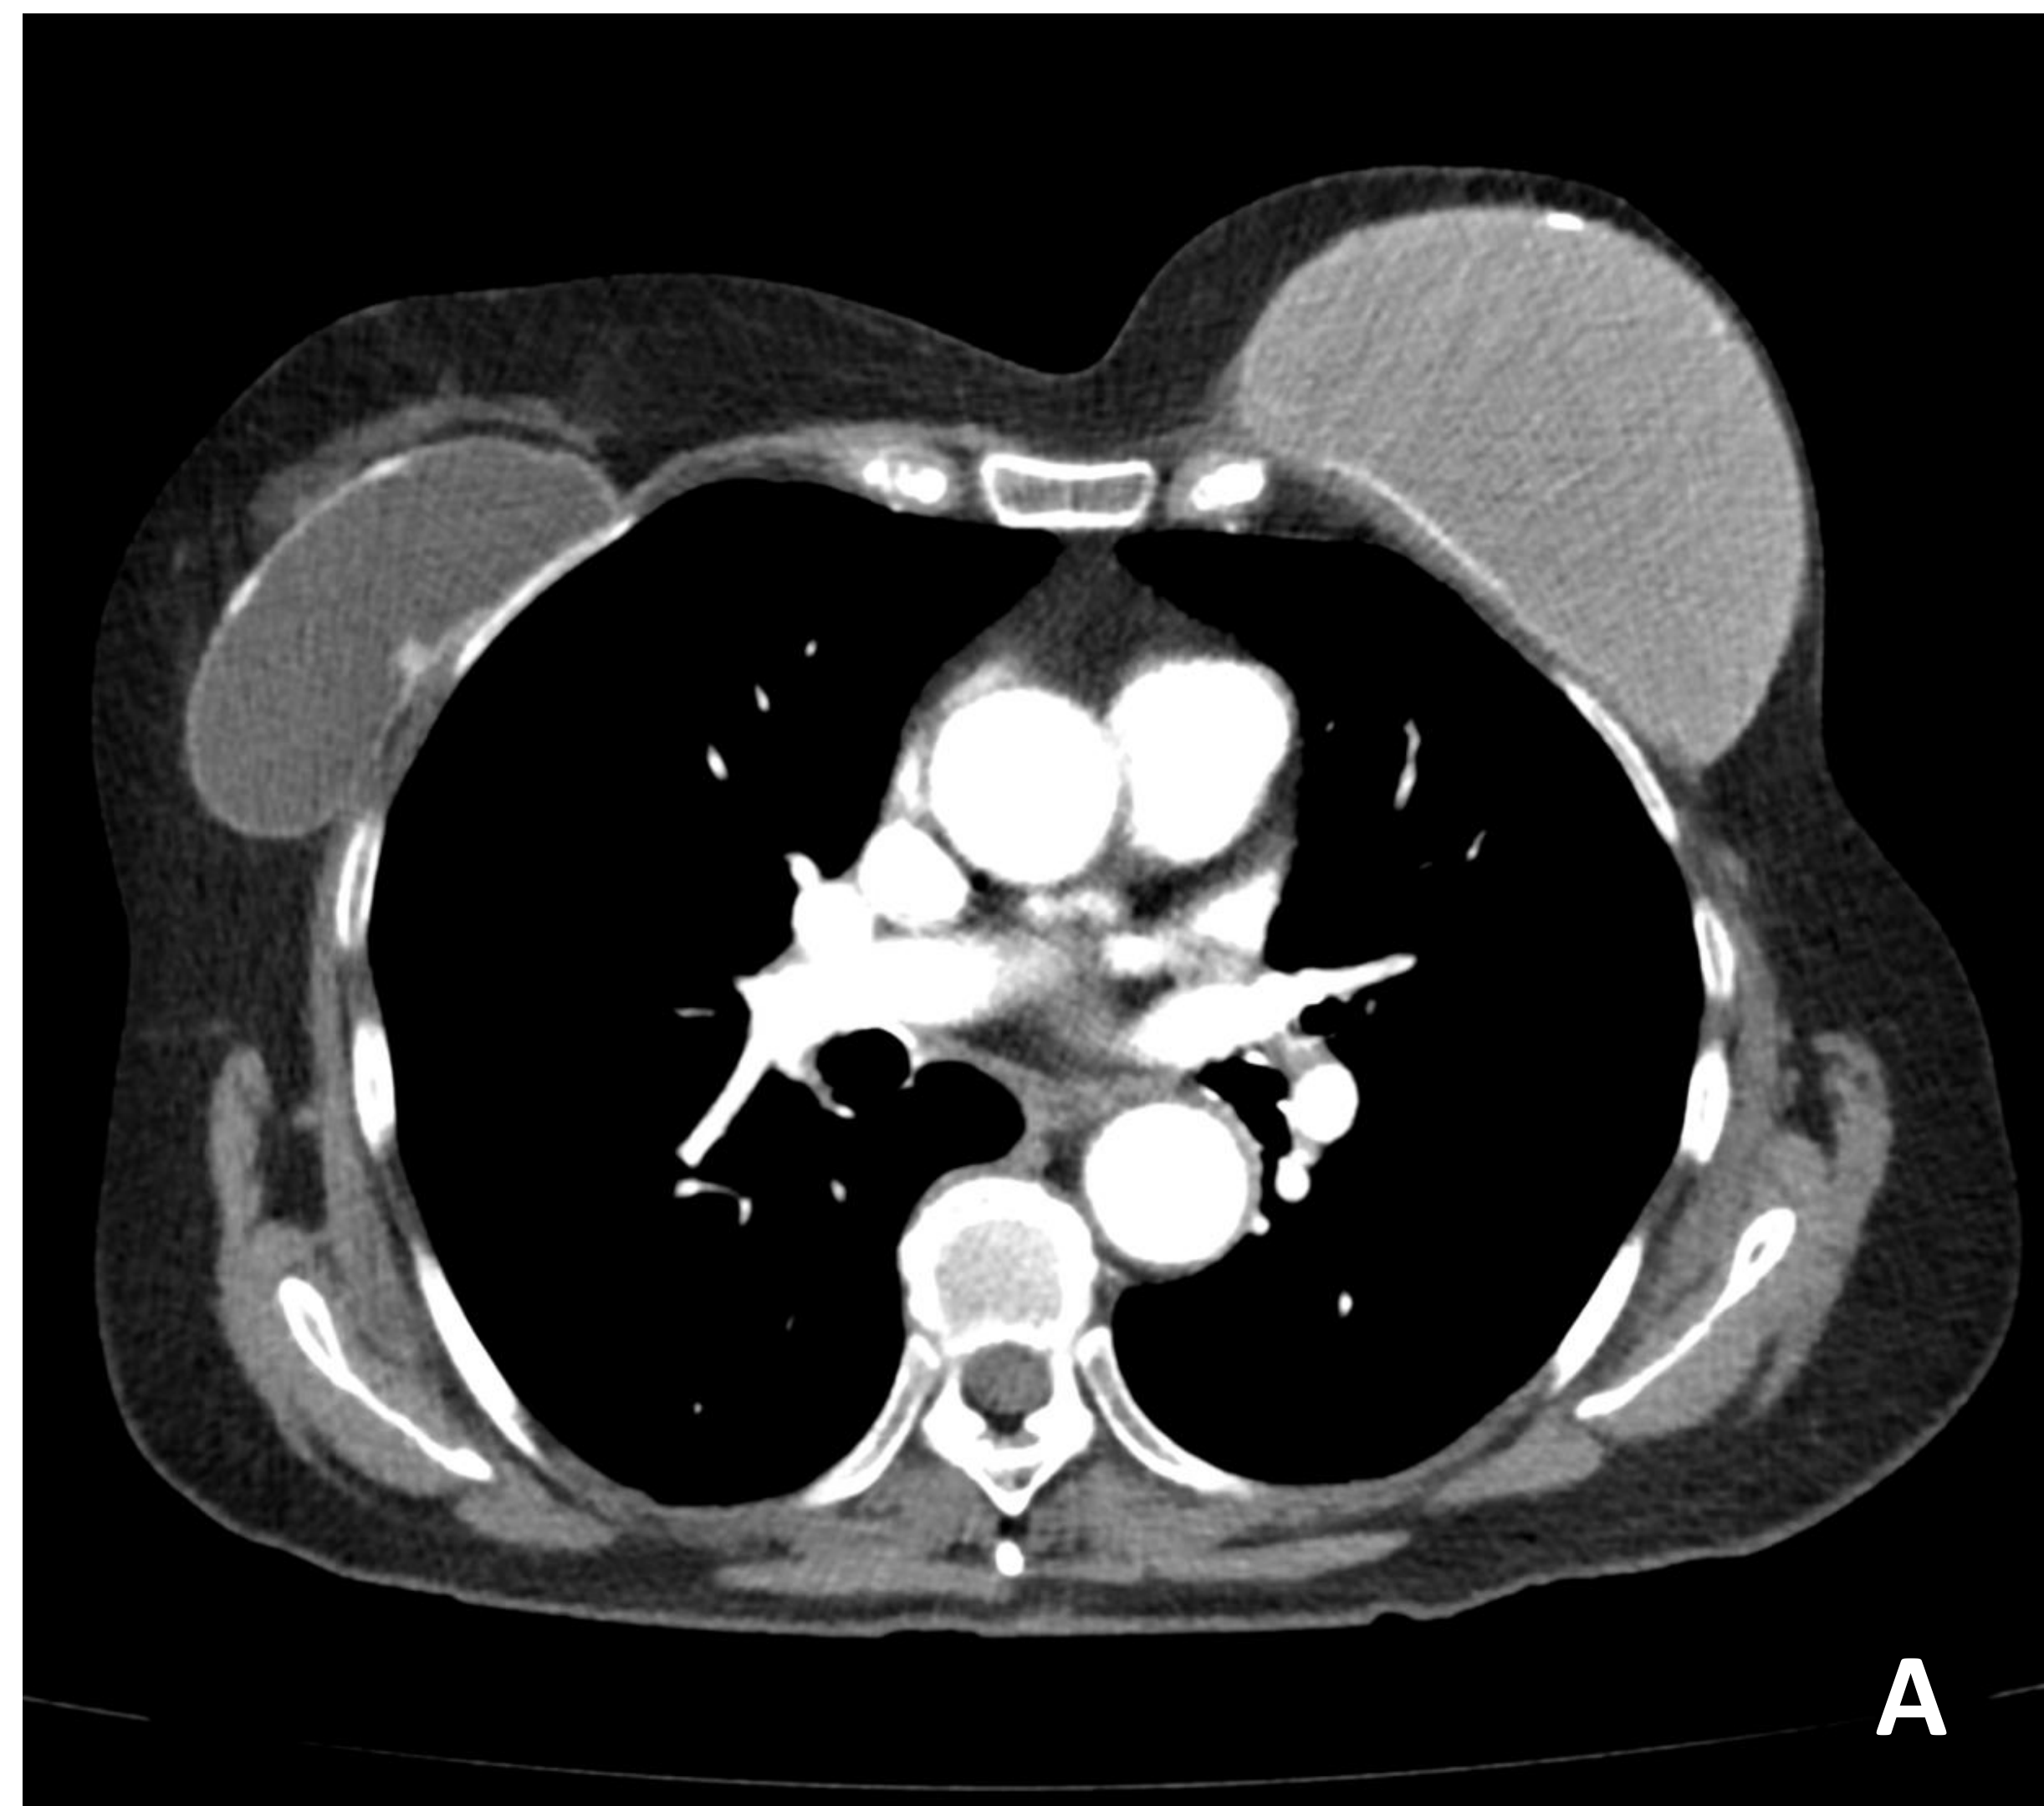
Paciente con prótesis de mama retro glandulares, prótesis derecha salina e izquierda de silicona. A) Imagen de TC donde se aprecia la diferencia de densidad de ambas prótesis, siendo la prótesis salina derecha más hipodensa por la composición líquida y la derecha de silicona más hiperdensa. Ambas prótesis presentan calcificaciones capsulares como signo de degeneración. B) Imagen de RM ponderada en T2 saturación grasa, la prótesis derecha salina muestra una señal alta y la izquierda de silicona muestra una señal baja. No se identifican signos de rotura.
